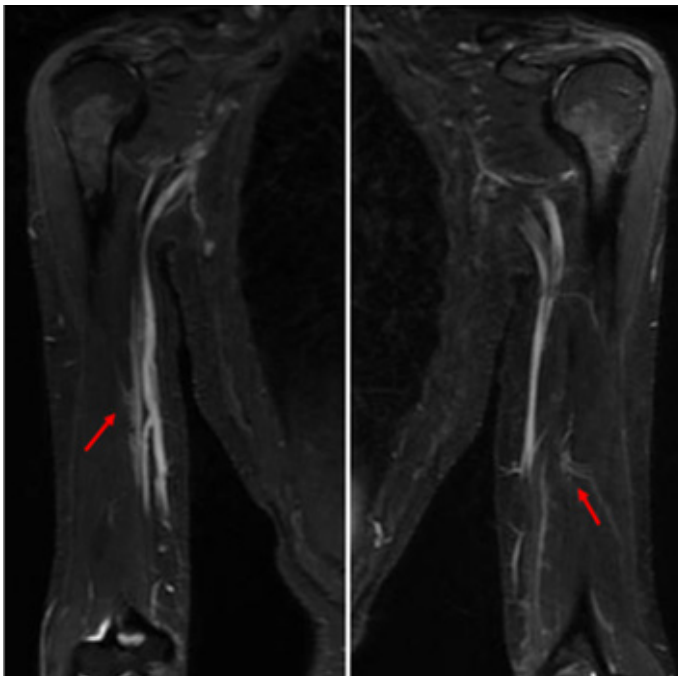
Resonancia magnética de miembros superiores. A. Brazo derecho: signos de edema perifascia braquial adyacente a músculo tríceps, con captación de contraste. B. Brazo izquierdo: modificaciones en los planos anatómicos del tejido celular subcutáneo de la cara interna del tercio medio del brazo. Signos de edema perifascial braquial superficial del brazo con captación de contraste. En ambas imágenes se observa una leve captación de los tractos fibrosos del tejido celular subcutáneo adyacente
